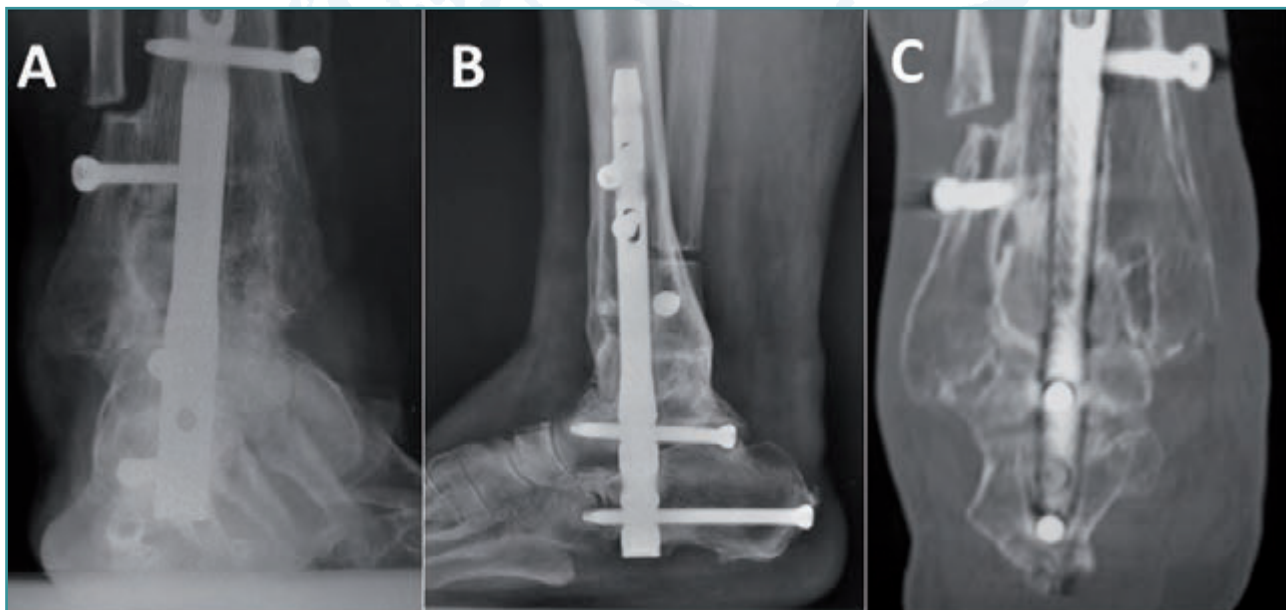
Artrodesis tibioastragalocalcánea con enclavado endomedular retrógrado y aloinjerto estructurado criopreservado de pilón tibial tras extracción de una prótesis de tobillo. A) Radiografía anteroposterior donde se aprecia el bloque óseo integrado y el uso del peroné distal mediante aposición a la pared lateral del tobillo. B) Radiografía lateral de tobillo con clavo retrógrado. C) Imagen de TC donde se comprueba la correcta integración del aloinjerto.
